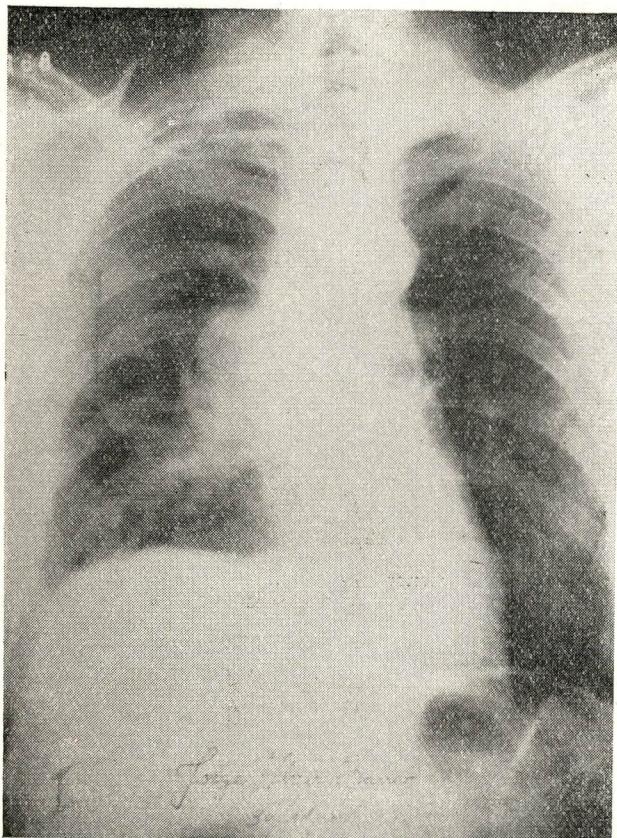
Radiografia mostrando sombra no mediastino anterior e superior, limites precisos, à direita da imagem cardíaca.
